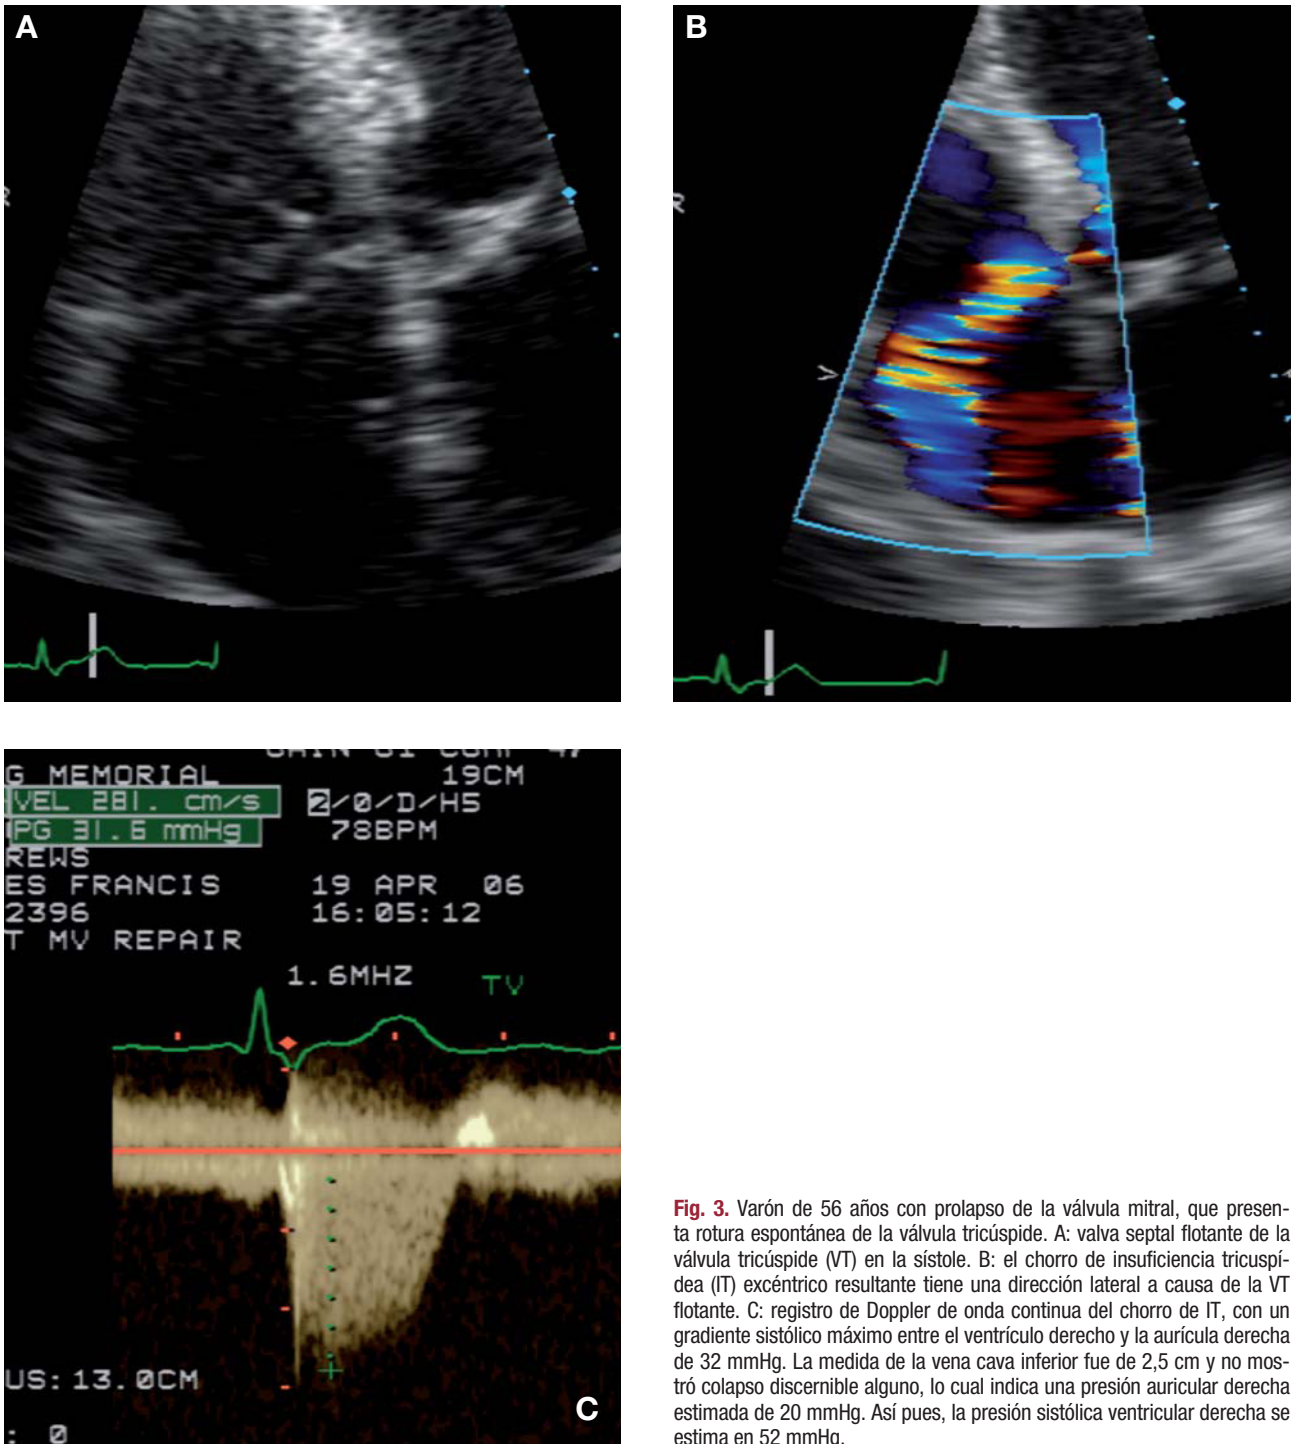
Varón de 56 años con prolapso de la válvula mitral, que presenta rotura espontánea de la válvula tricúspide. A: valva septal flotante de la válvula tricúspide (VT) en la sístole. B: el chorro de insuficiencia tricúspide (IT) excéntrico resultante tiene una dirección lateral a causa de la VT flotante. C: registro de Doppler de onda continua del chorro de IT, con un gradiente sistólico máximo entre el ventrículo derecho y la aurícula derecha de 32 mmHg. La medida de la vena cava inferior fue de 2,5 cm y no mostró colapso discernible alguno, lo cual indica una presión auricular derecha estimada de 20 mmHg. Así pues, la presión sistólica ventricular derecha se estima en 52 mmHg.
